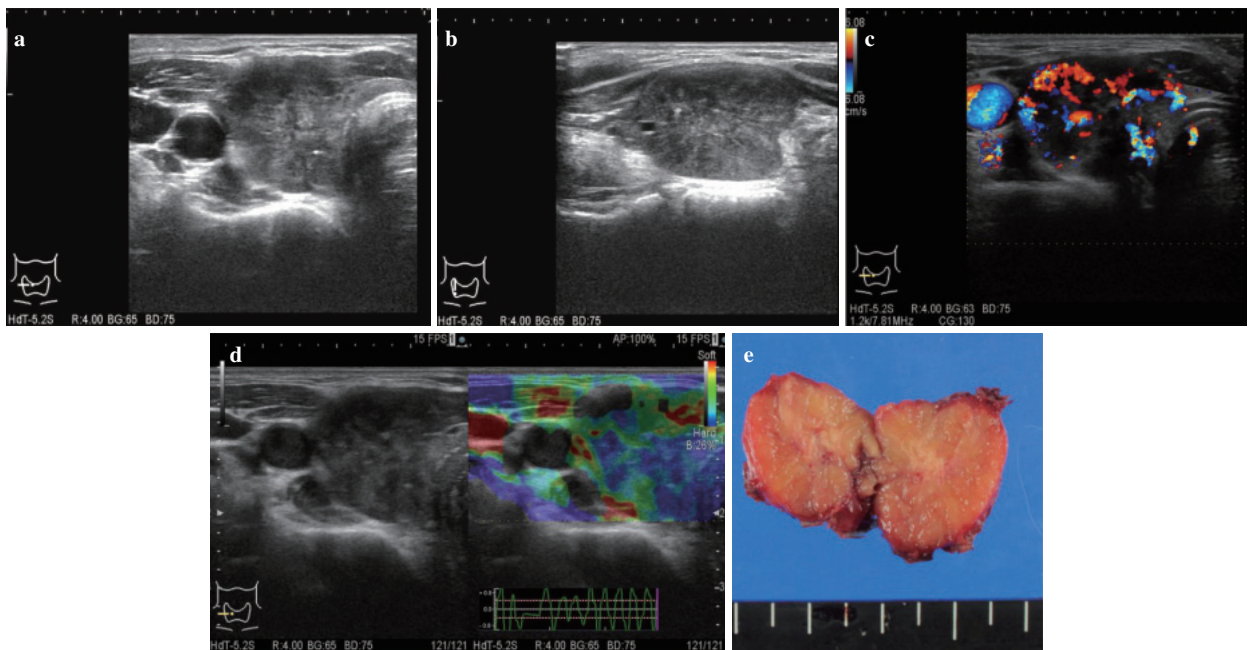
症例2 50代女性. a: Bモード. 超音波甲状腺右葉横断像. b: Bモード 超音波甲状腺右葉縦断像. c: ドプラ法甲状腺右葉横断像. 内部に豊富な血流を認める. d: エラストグラフィ甲状腺右葉横断像. Grade 3の硬い腫瘍. e: 摘出標本. 甲状腺右葉は腫瘍にはほぼ置換され, 線維性被膜は不明瞭で灰白色の充実性腫瘍であった.
